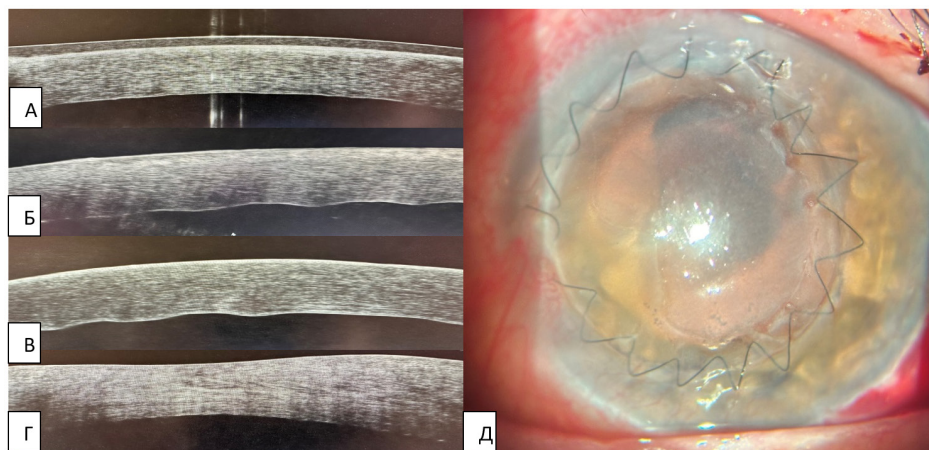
Состояние трансплантата роговицы пациента В. по данным оптической когерентной томографии и биомикроскопии
